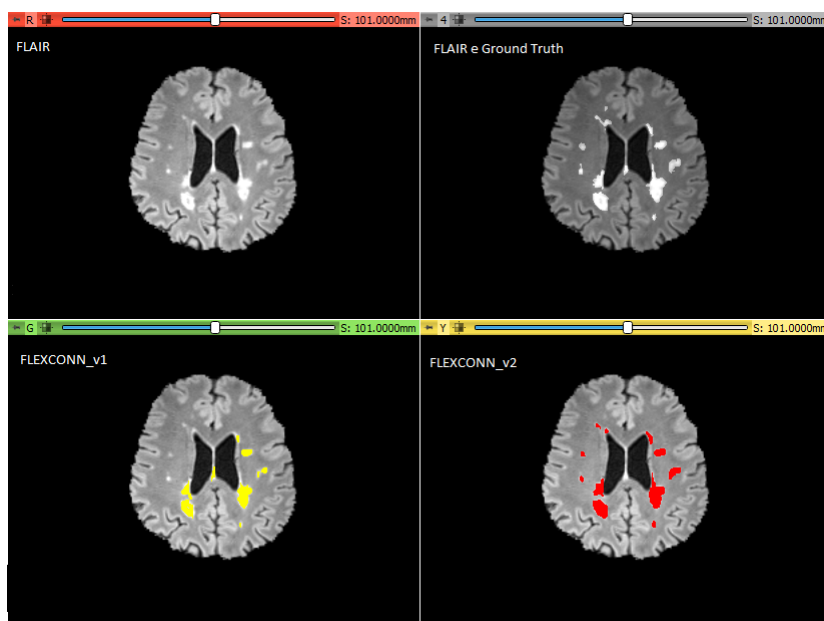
Cortes das imagens segmentadas do Paciente 10 pelos modelos FLEXCONN. Na primeira linha, há a sequência FLAIR e a segmentação manual. Enquanto na segunda linha, a segmentação da versão 1 do modelo está representada em amarelo e a segmentação da versão 2 está em vermelho.
